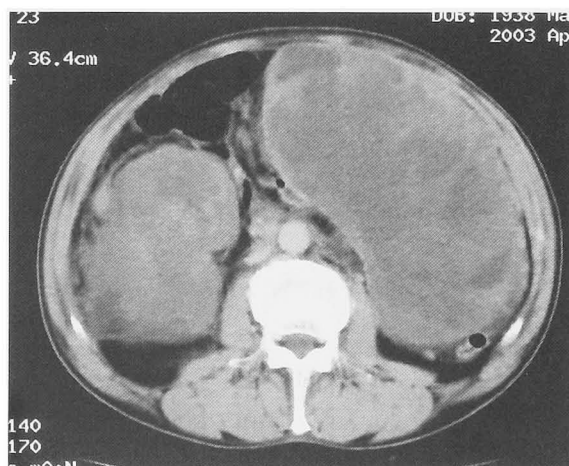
Enhanced abdominal CT shows two huge tumors in retroperitoneal space and intraperitoneal space.
